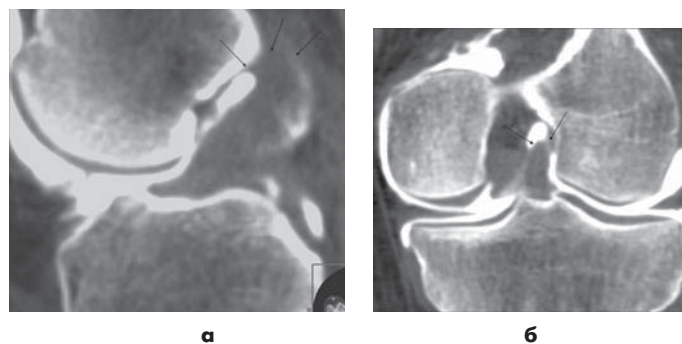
КТ-артрография а) и б): реконструкции в плоскости передней крестообразной связки. Определяется нарушение целостности ПКС в бедренном сегменте. Контрастное вещество со всех сторон окружает верхние отделы связки, место ее прикрепления к бедренной кости не прослеживается, что соответствует ее полному разрыву.
